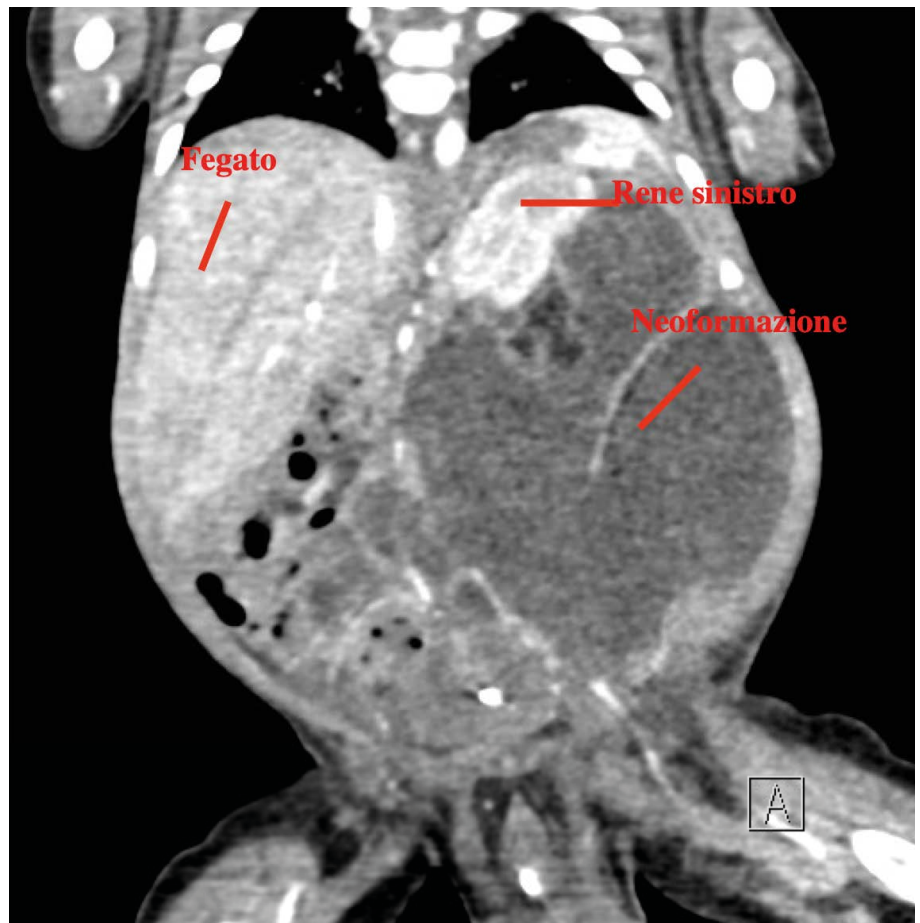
TC con mezzo di contrasto - Proiezione sagittale.
